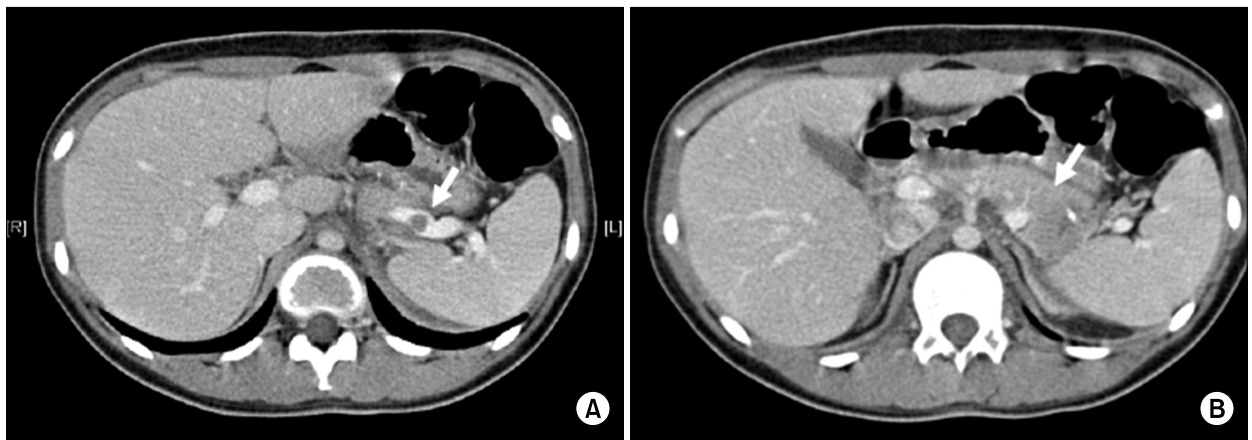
Abdominal CT on admission show thrombosis in splenic vein (A) and enlargement of the pancreas and the peripancreatic fluid collection (B).
